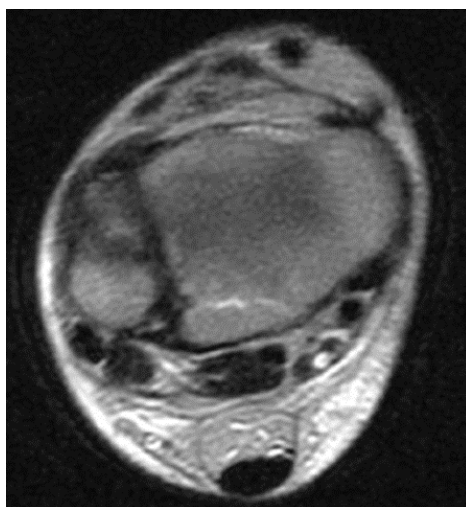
RM corte axial do MID
